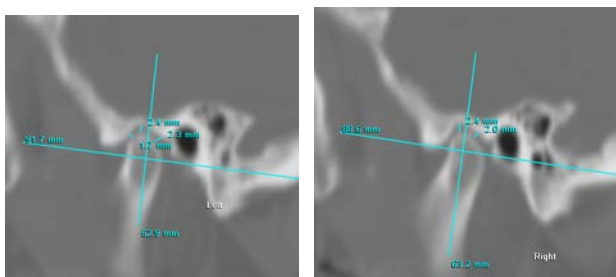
Контрольные компьютерные томограммы ВНЧС после ортопедического лечения
